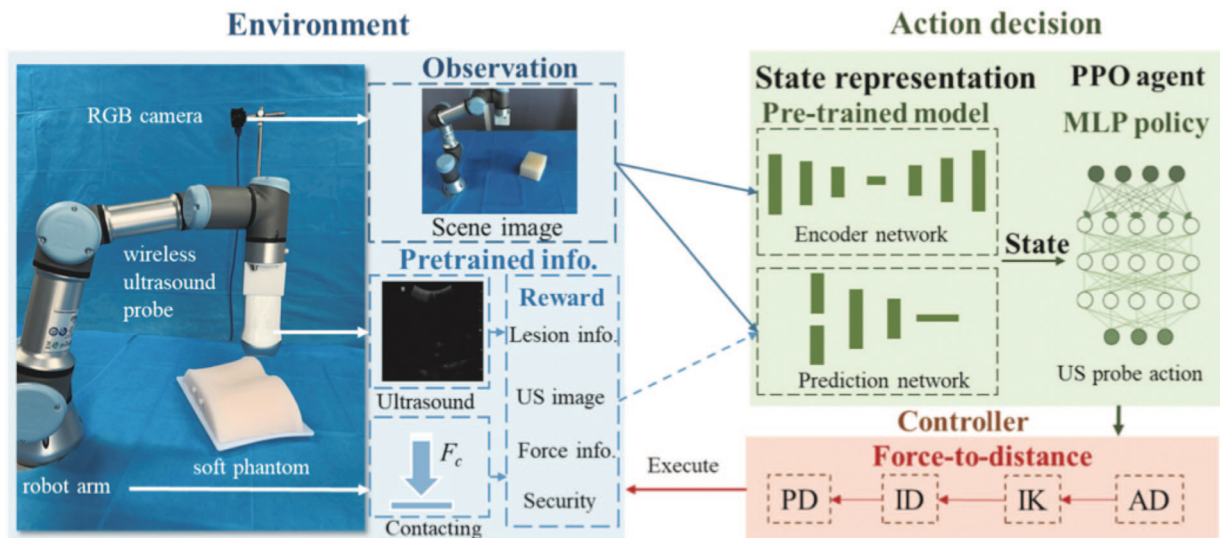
Роботическая система УЗИ, основанная на обучении с подкреплением. Pre-trained model – предварительно обученная модель. Encoder network – сеть кодировщика. Prediction network – сеть прогнозирования. Us probe action – действие датчика УЗИ. Controller – контролер. Force-to-distance – соотношение силы к расстоянию. Environment – окружение. RGB camera – RGB камера. Wireless ultrasound probe – беспроводной датчик УЗИ. Soft phantom – фантом. Robor arm – роботическая рука. Scene image – изображение «сцены». Pretrained info – информация о предварительном обучении. Contacting – взаимодействие. Reward – награда. Lesion info – информация о повреждении. Us image – ультразвуковое изображение. Force info – информация о силе. Security – безопасность. Action decision – решение действия. State representation [27]
